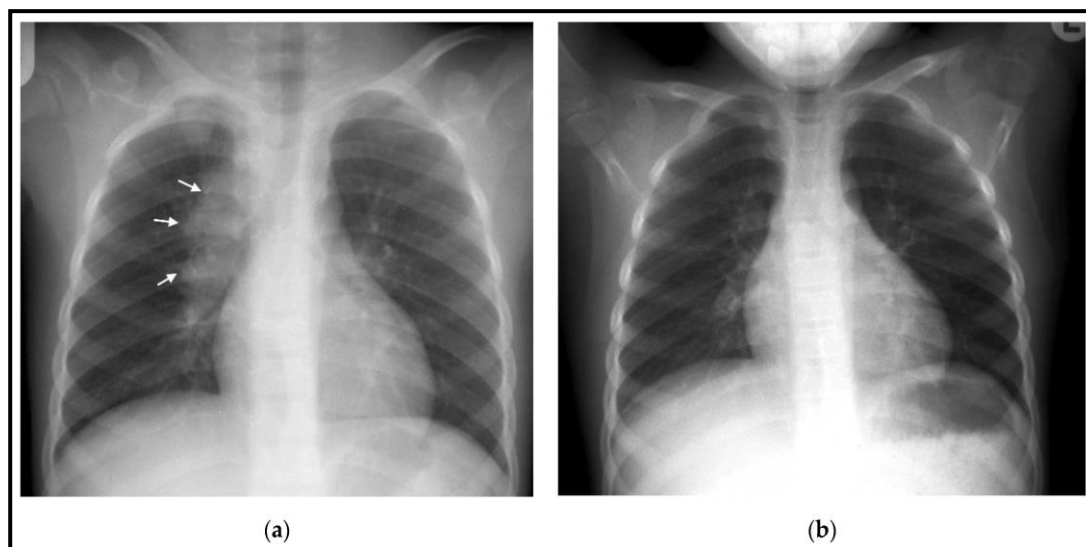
Radiographie thoracique : (a) L'image initiale montre des adénopathies paratrachéales et hilaires droites avec un foyer apical formant un complexe de Ghon et une déviation trachéale. (b) Après traitement : disparition du foyer et des adénopathies, anatomie médiastinale redevenue normale.[47]
